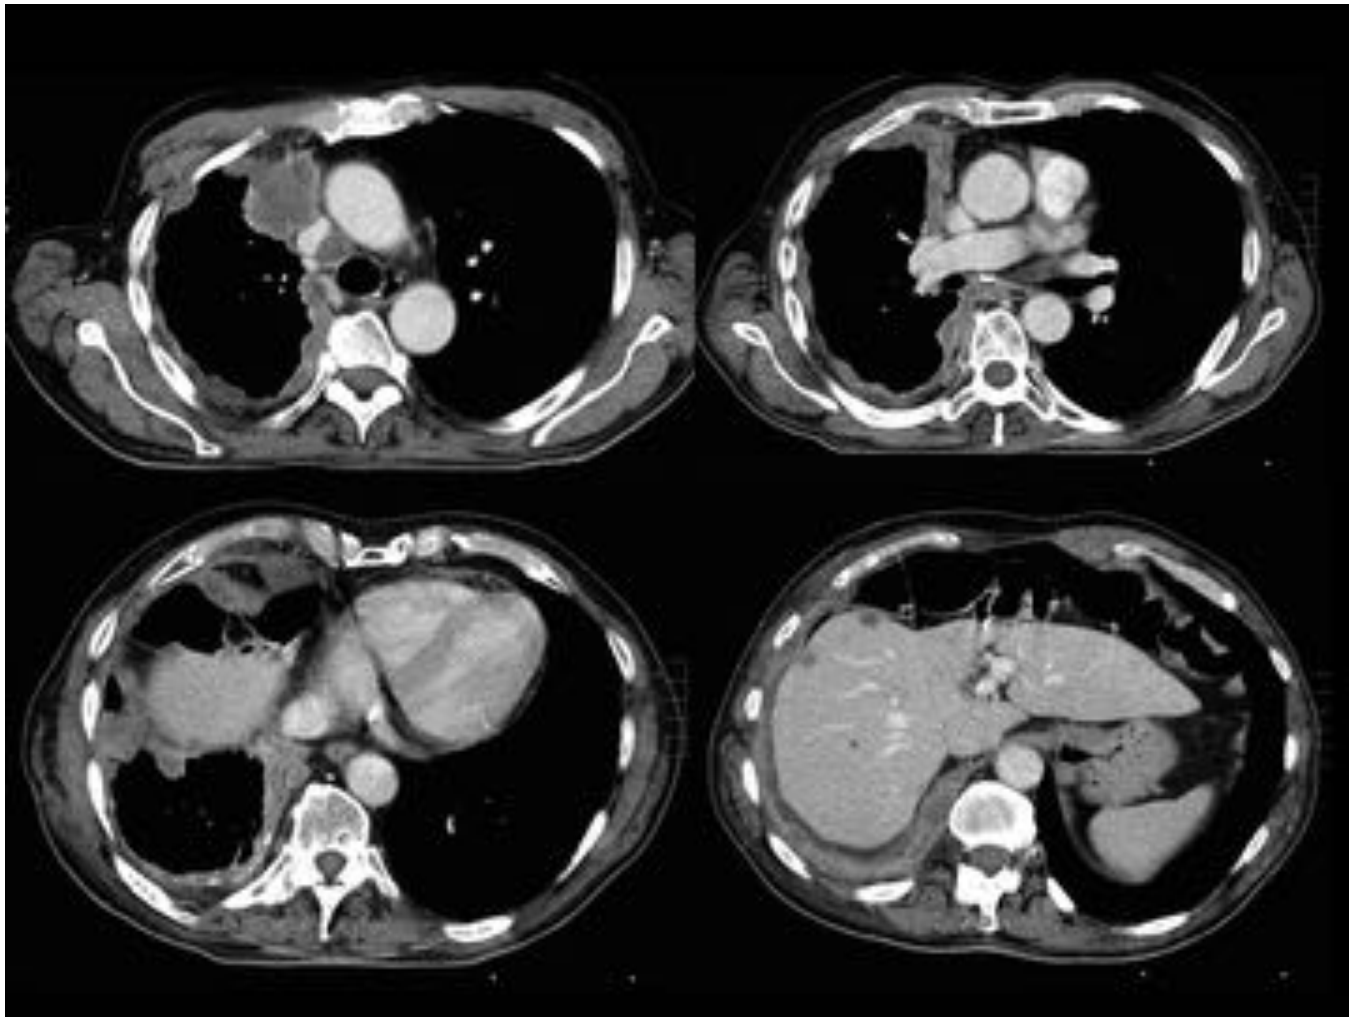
Cortes axiales de TC torácico con CIV del mismo paciente que en la figura 12, realizado un mes después (Abril 2015). Regresión del derrame pleural derecho visualizándose mejor el engrosamiento circunferencial y nodular de la pleura (mayor a 1 cm) del hemitórax derecho.
